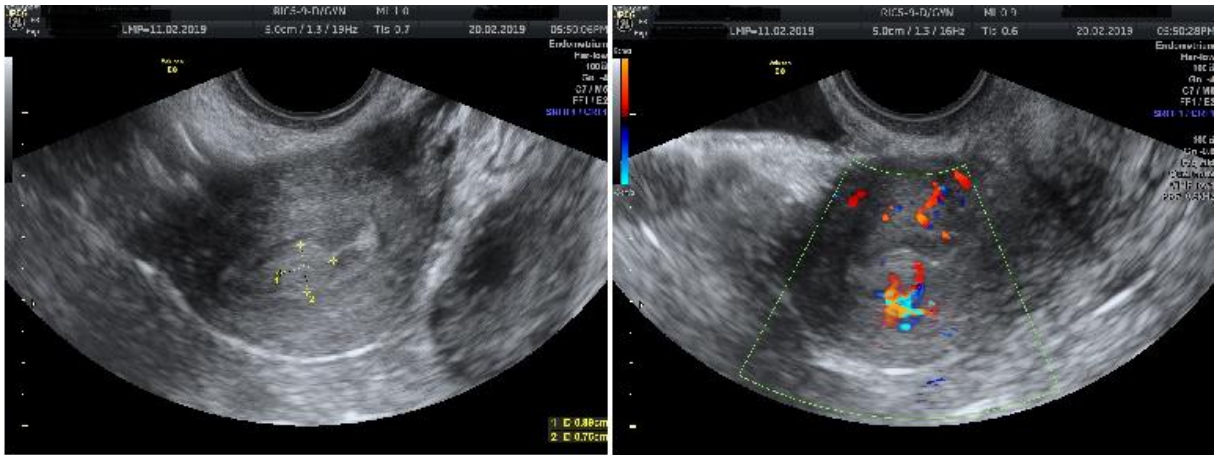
Obraz ultrasonograficzny polipa endometrialnego wraz z charakterystycznym unaczynieniem uzyskanym w czasie badania z opcją kolorowego Dopplera (materiał własny).
